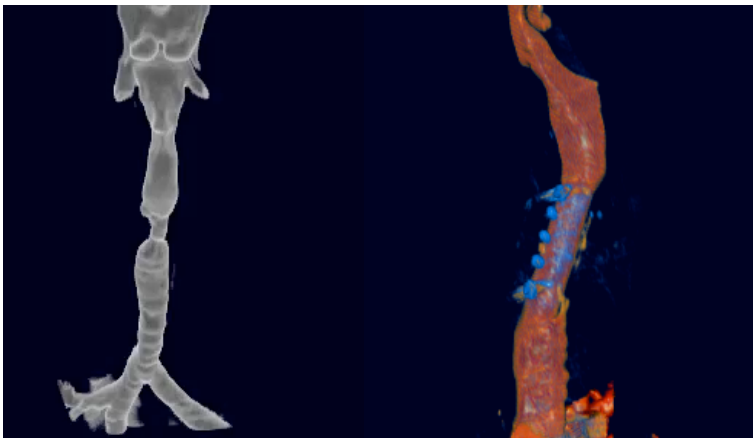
PAZIENTE DI ANNI 61 CON STENOSI TRACHEALE COMPLESSA POST-INTUBAZIONE PRIMA E DOPO DILATAZIONE CON POSIZIONAMENTO DI PROTESI DI DUMON (TAC CON RICOSTRUZIONE TRIDIMENSIONALE).
